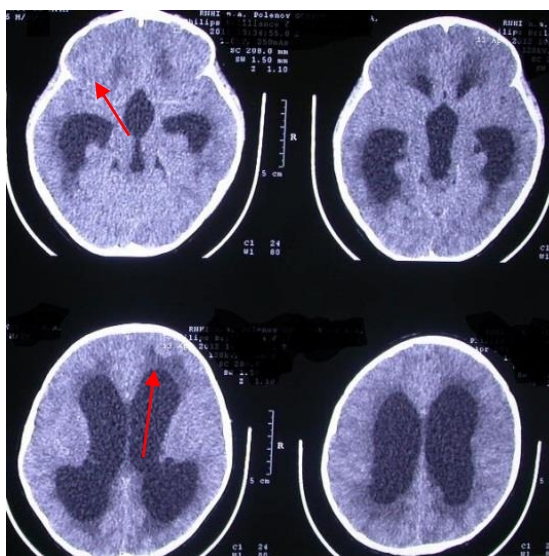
СКТ головного мозга. Наблюдение №10, больной С., 4 года, история болезни №379-07. Д-з: Декомпенсированная гидроцефалия. Субарахноидальные пространства и цистерны не визуализируются, выражен перивентрикулярный отёк (указано стрелками)
